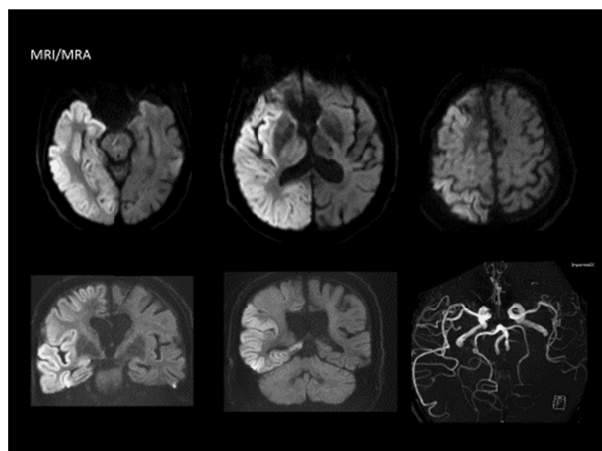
MRI 拡散強調画像。片側皮質のびまん性高信号は海馬にも及び、皮質直下白質にも認められ、MRA では血流増加を示唆する所見である。
